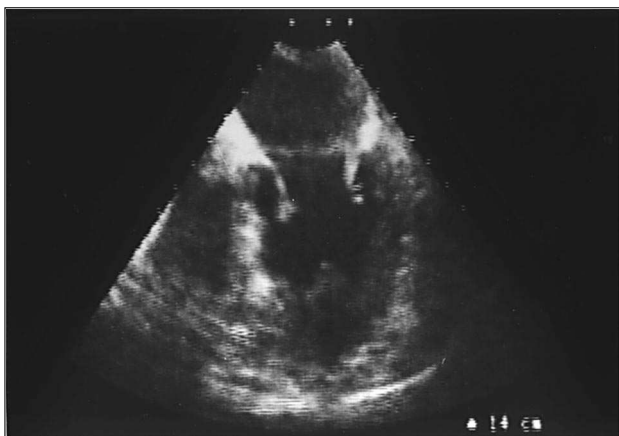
Ecocardiograma intraesofágico de una vista apical del ventrículo izquierdo donde se aprecia la presencia de hipertrofia medioventricular en los músculos papilares preservándose la zona apical.
